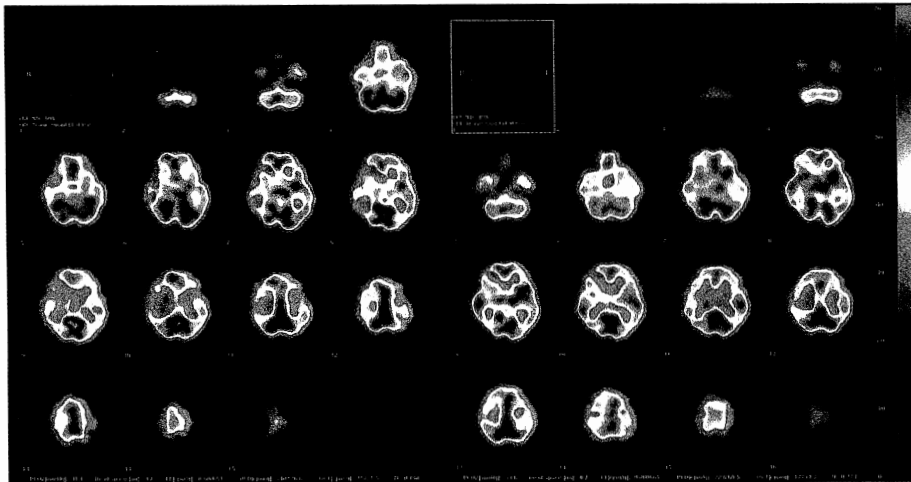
Case 8. 45 y.o. F. Pre and post operative SPECT.
